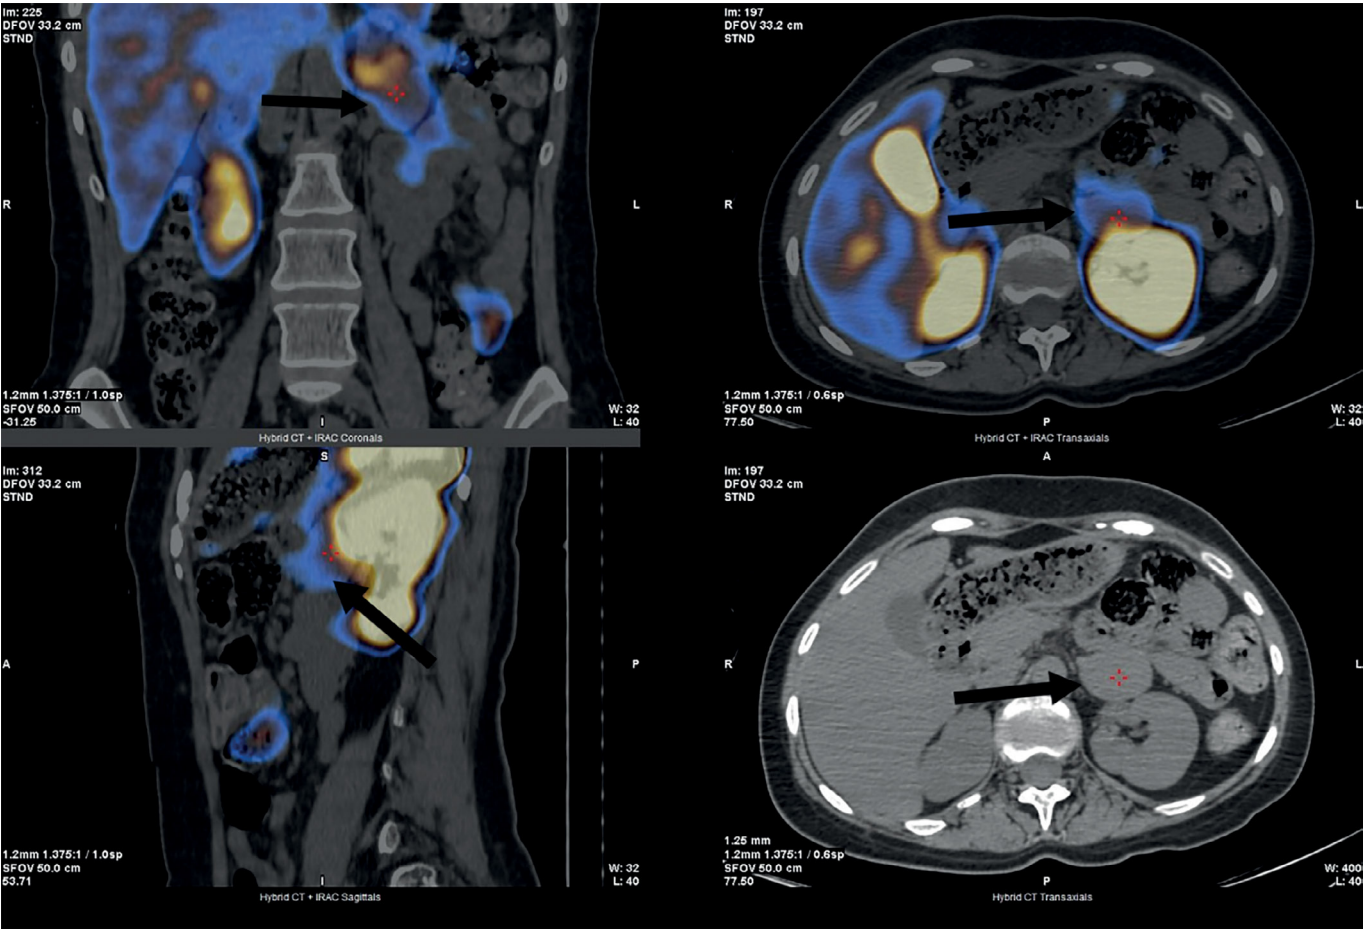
Соматостатин-рецепторная сцинтиграфия с Тс-99-Тектритидом в режиме «все тело», стрелочками указано новообразование левого надпочечника.
